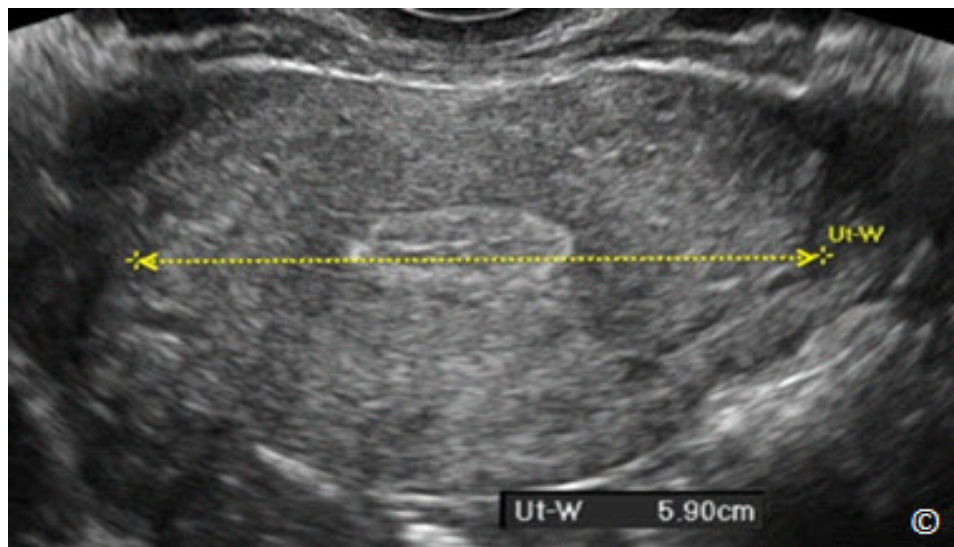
Ultrasonido transvaginal de un plano transversal del útero en su dimensión más ancha que muestra la medición de la anchura uterina (Ut-W).
